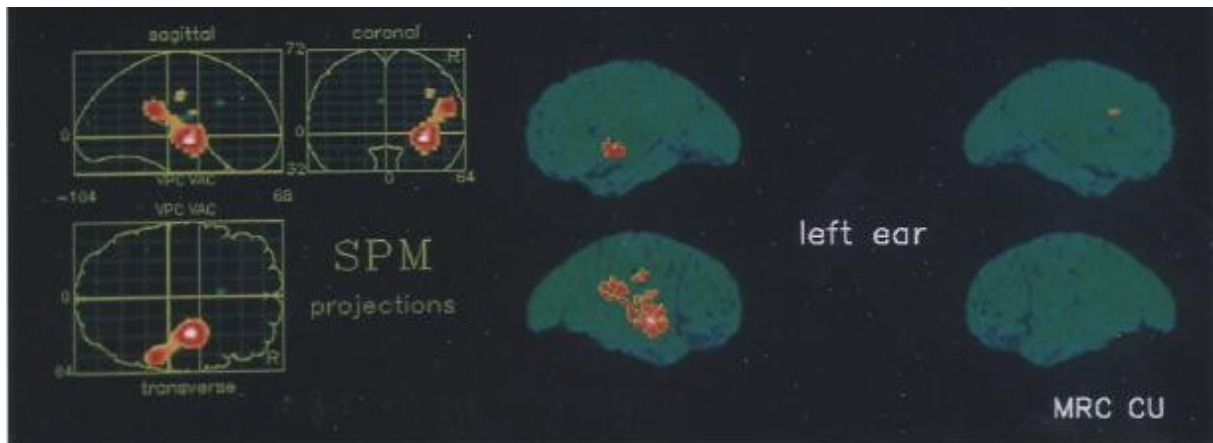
PET-Darstellung des Anstiegs des rCBF während vestibulärer Stimulation des linken Ohres mit Eiswasser.
